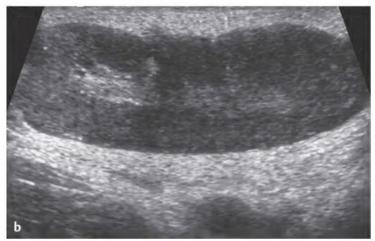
Sonografie von <u>Lymphknoten</u>.
